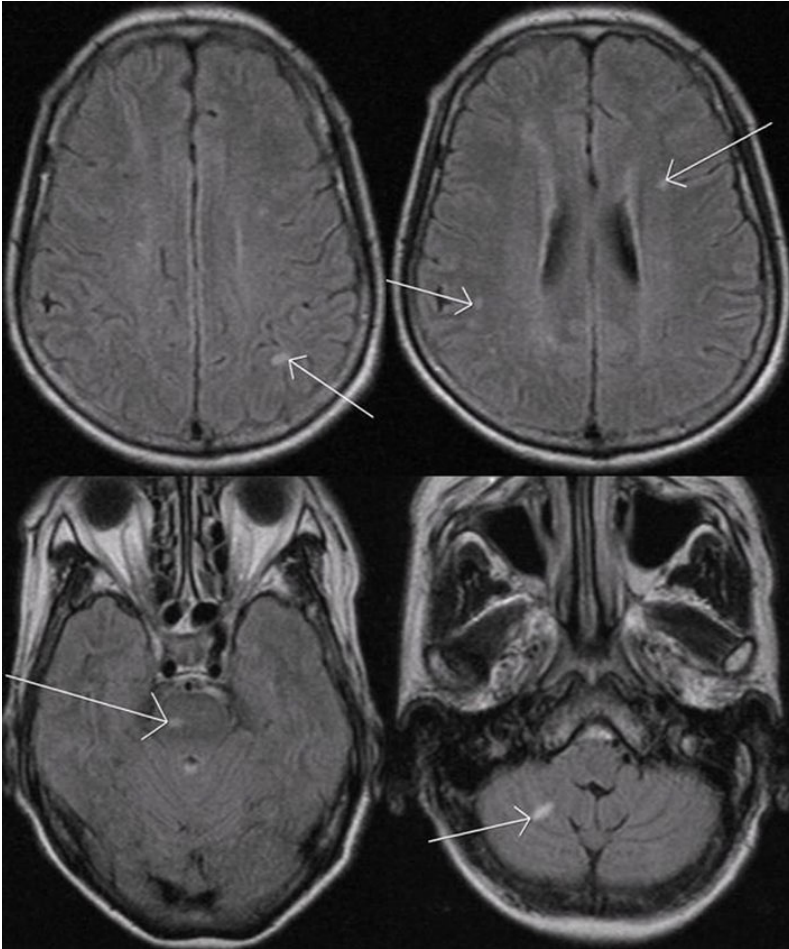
FLAIR of the brain MRI. The left parietal lobe, the left Basal ganglia, the both cerebral white matters, the right pons and the right cerebellar lobe are a few hyperintense lesions.
